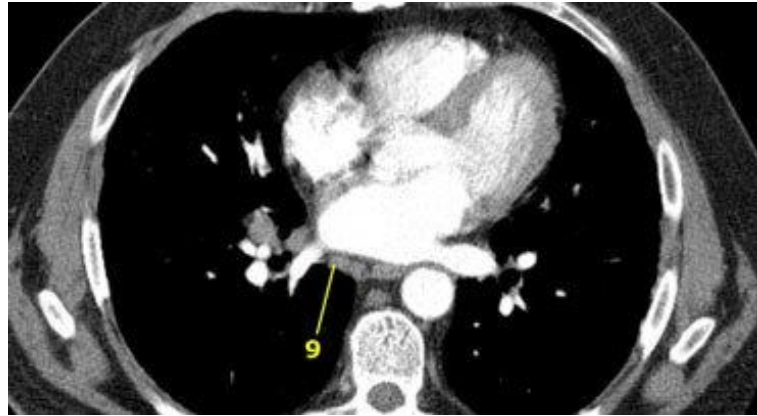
Her iki hiler ve subkarinal LAP'lerin BT görünümü
